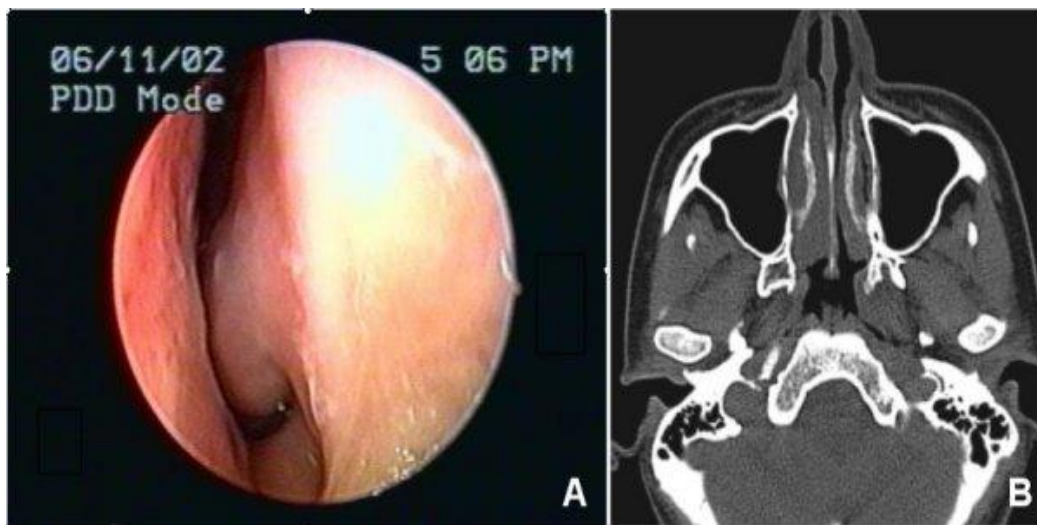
Hipertrofia cornetes. Endoscopia en la imagen de la izquierda y TAC en la imagen de la derecha.
